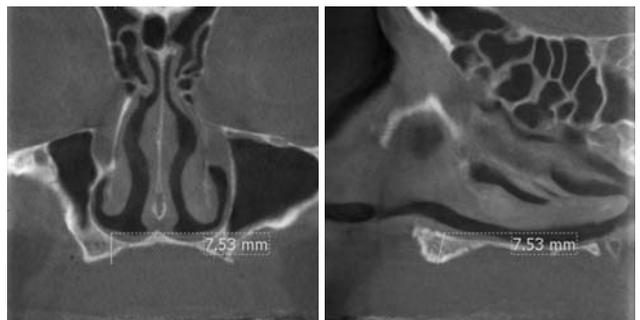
Derselbe Befund in der Volumentomografie.
